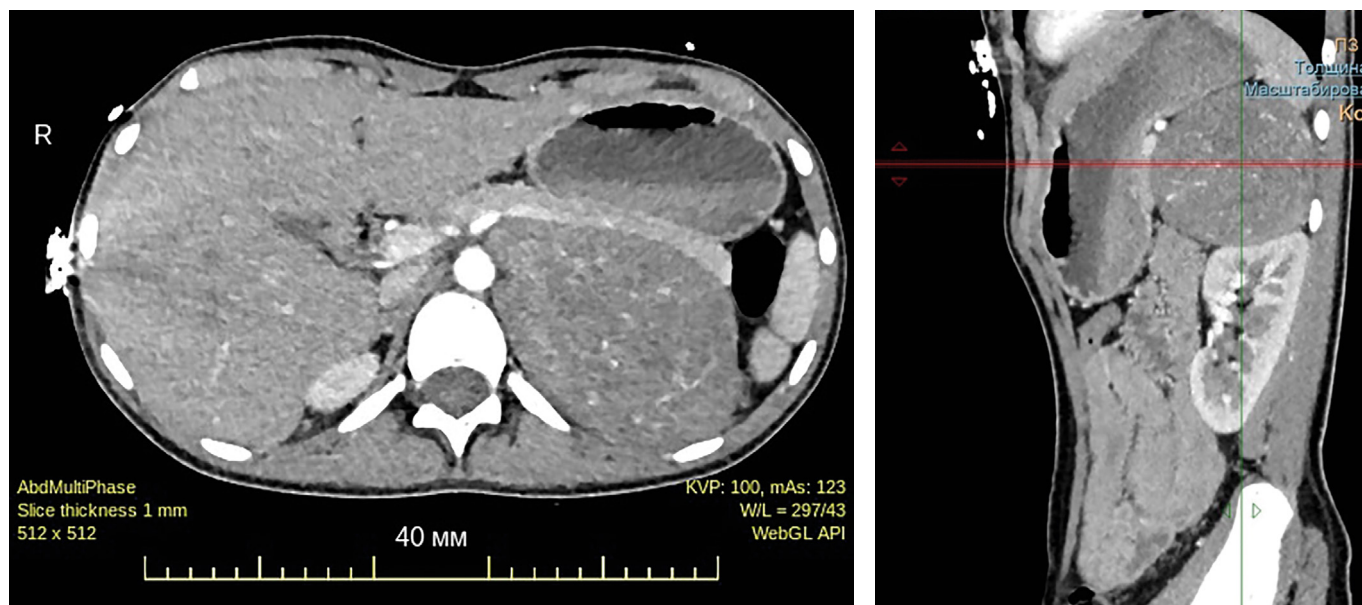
МСКТ органов брюшной полости. Определяется крупное образование левого надпочечника овоидной формы размерами 69х105х72 мм, неоднородной структуры за счет наличия единичных кист диаметром до 21 мм.
